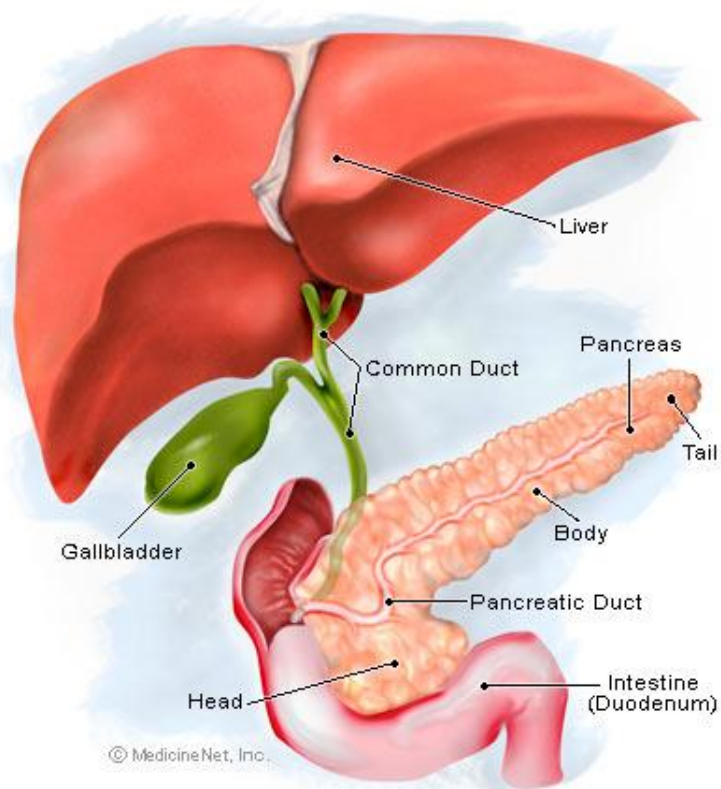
Anatomia de la vesícula biliar. *Handbook of critical care and Emergency Ultrasound.*
